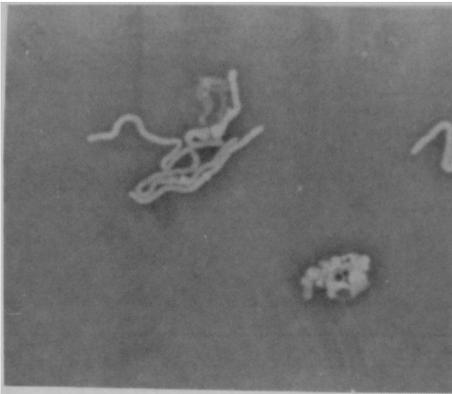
TK-156 strain, CTRX 0.1 $\mu\text{g/ml}$, 3 hr
